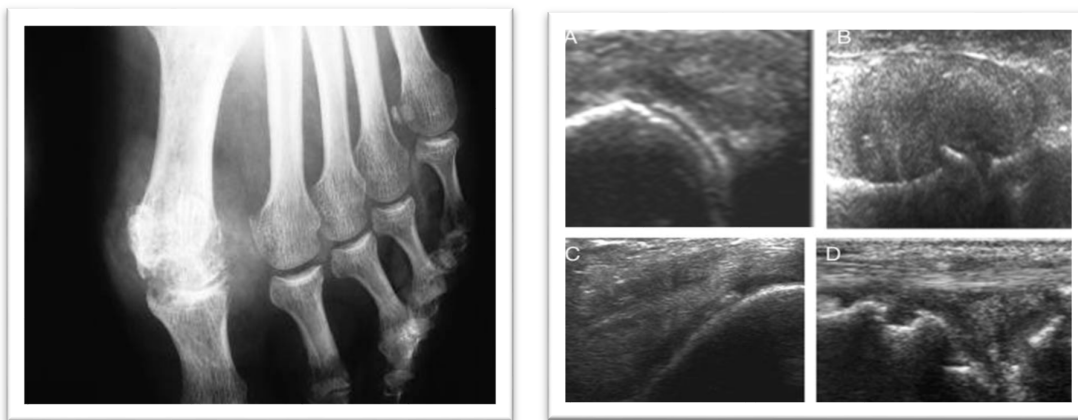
Imagerie d'un goutteux par Radiographie et Echographie [30],[31].
